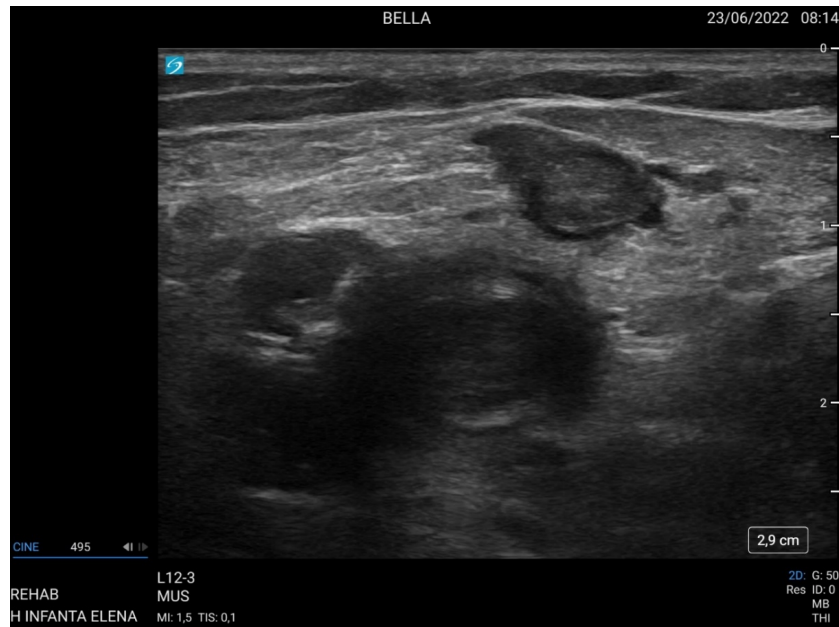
Ecografía de EII con visualización de trombo a nivel de vena femoral común, sin capacidad de compresión. En la parte superior se aprecia una adenopatía de tamaño no patológico.
